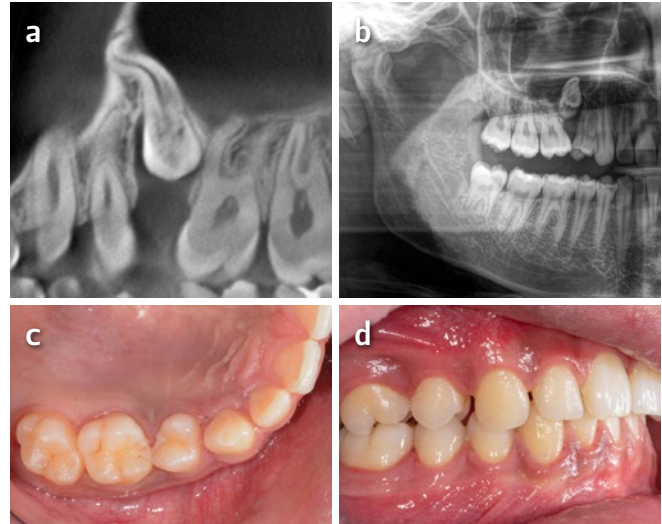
Situation initiale: a) Coupe sagittale en TVN avec la dent 15 déplacée; b) Orthopantomogramme demi-face; c) Vue occlusale; d) Vue vestibulaire en occlusion habituelle
